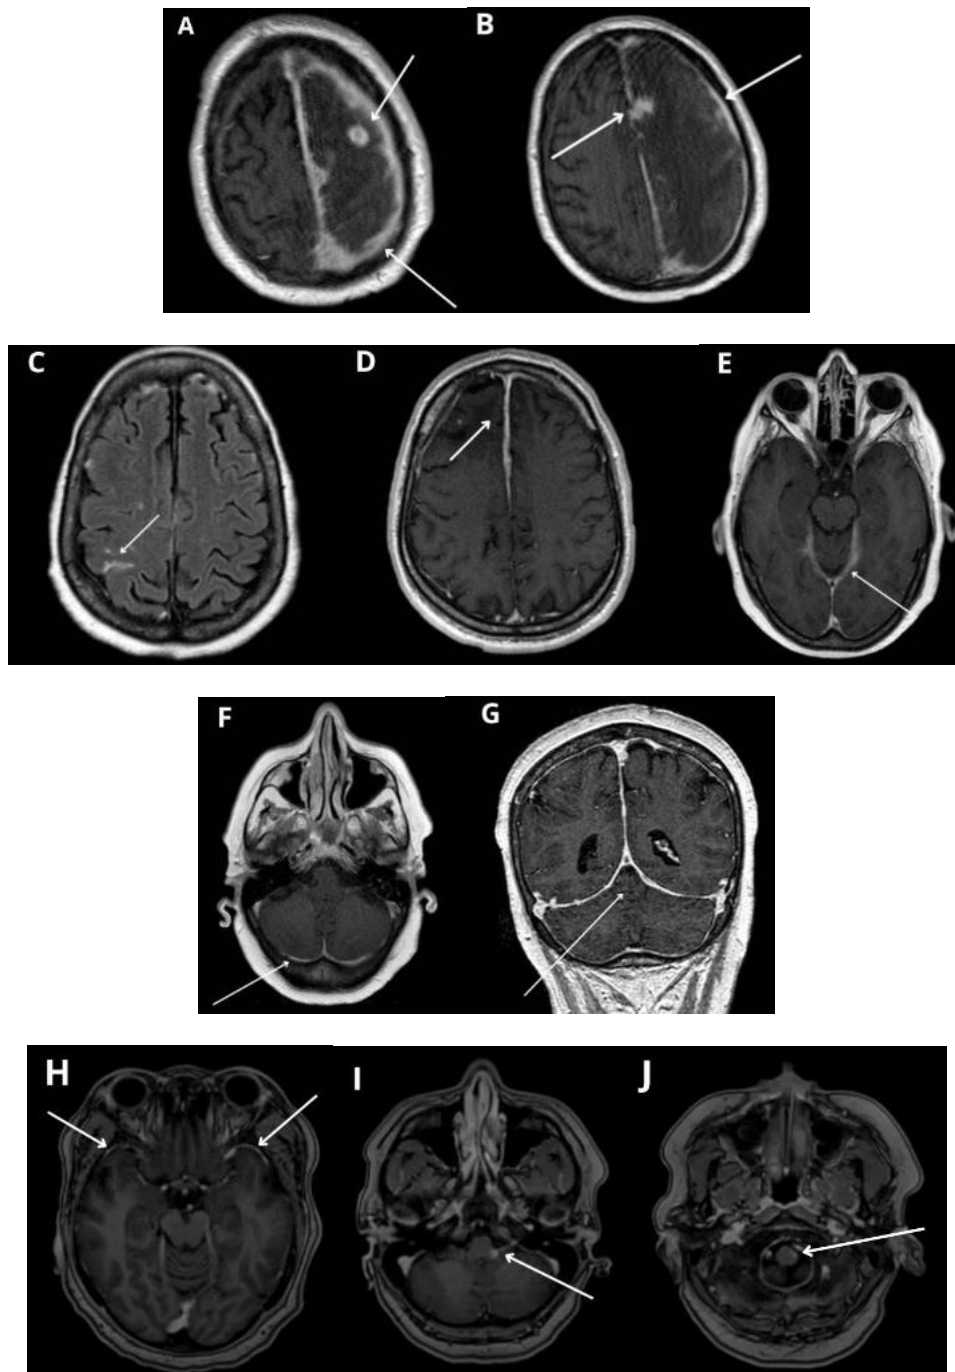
Imagens de RM em casos idiopáticos. (a) e (b) Axial T1, espessamento meníngeo difuso junto à convexidade fronto-parietal esquerda e foixe cerebral, notadamente da paquimeninge, associado ao acometimento leptomeníngeo e formações nodulares junto à convexidade parietal alta deste lado, além de acentuado edema acometendo a substância branca dos lobos frontal e parietal à esquerda: HP idiopática – Caso 1. (c) Axial T1, acometimento leptomeníngeo parietal direito, (d) Axial T1, espessamento dural difuso em convexidades frontais e foixe cerebral, (e) e (f) Axial T1, acometimento da tenda do cerebelo e de suas convexidades, (g) Coronal T1, sinal da “Eiffel-by-night”: HP idiopática – Caso 2. (h) Axial T1, espessamento focal dura-máter frontal bilateral, (i) e (j) Axial T1, acometimento paquiméníngeo e leptomeníngeo da transição pontobulbar esquerda, com acometimento dos nervos VIII, IX e X: HP idiopática – Caso 3
